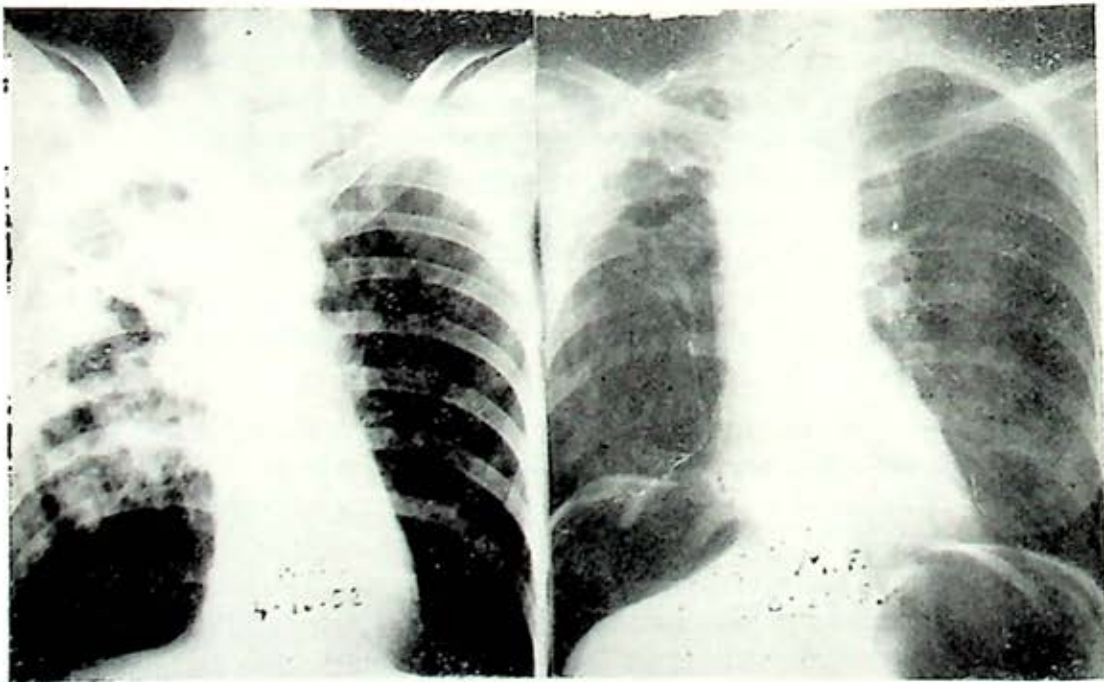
a* y *b* radiografías de admisión y post-tratamiento. Obsérvese la limpieza alcanzada en el campo superior derecho. *c* y *d* radiografías un mes y diez meses después de la operación; se resecaron parcialmente la 3a., 4a. y 5a. costillas; véase cómo el colapso es hasta la línea media y la 7a. costilla.
